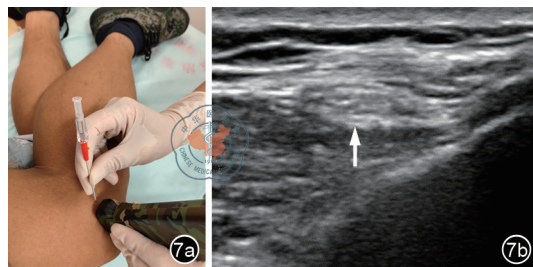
超声引导下腓总神经阻滞。图a为探头横置于腓骨头的下缘,进行超声引导下穿刺;图b为正常腓总神经超声声像图表现(箭头所示)
